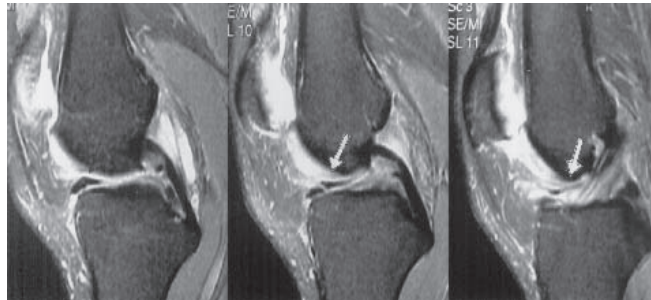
Achados de ressonância magnética: imagens sagitais ponderadas em T2 fat sad, demonstram estrutura linear, hipointensa, com origem no corno anterior do menisco medial, com direção posterior, adjacente ao ligamento cruzado anterior (setas).
